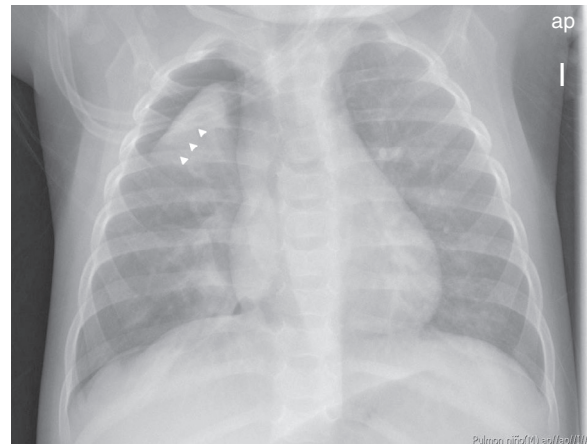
Radiografía anteroposterior de tórax, neumotórax *ex vacuo*. Colección loculada de aire pleural que bordea el lóbulo superior derecho colapsado y se resuelve cuando el mecanismo de obstrucción bronquial desaparece (puntas de flecha).
